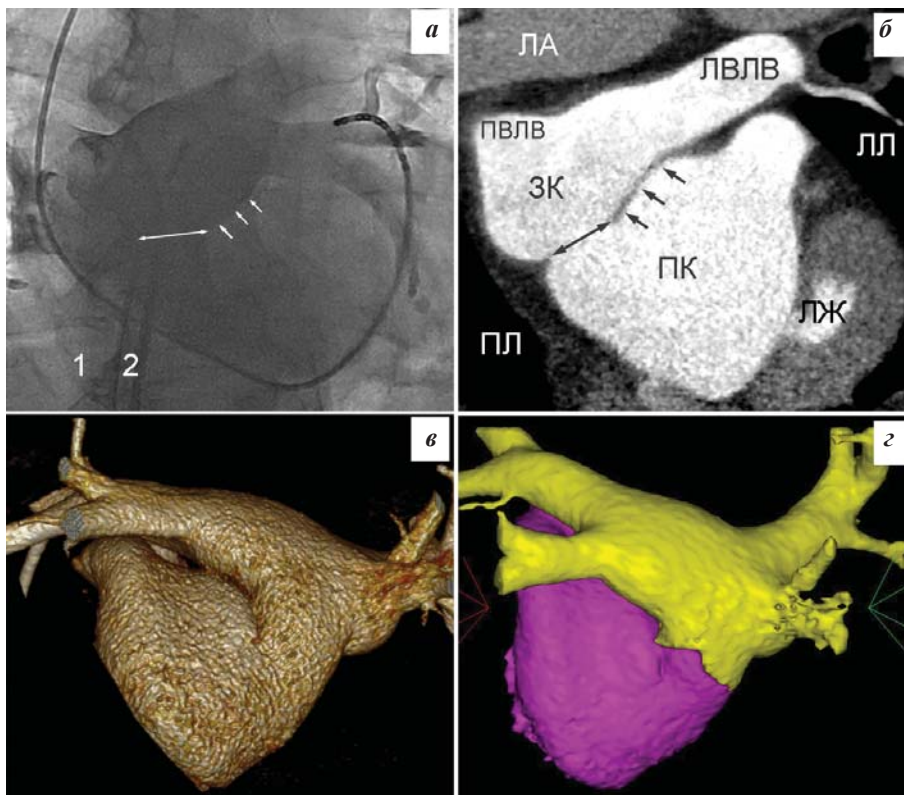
Результаты обследования пациента. а) Ангиограмма задней камеры ЛП в прямой проекции. Диагностический 10-полюсный электрод установлен в дистальном отделе коронарного синуса для частой стимуляции желудочков во время ангиографии. Тень транссептального интродьюсера отражает его положение в разные моменты времени: при инъекции рентген-контрастного вещества в сторону левых (1) и правых (2) легочных вен, соответственно. Показаны передняя стенка задней камеры ЛП, представленная аномальной мембраной (белые стрелки), и дефект в аномальной мембране (белая двунаправленная стрелка). б) Контрастная компьютерная томография ЛП. На срезе во фронтальной плоскости видны задняя (ЗК) и передняя (ПК) камеры ЛП, разделенные аномальной мембраной (черные стрелки), дефект в аномальной мембране (черная двунаправленная стрелка), участок верхней левой (ЛВЛВ) и устье верхней правой (ПВЛВ) легочных вен, базальные отделы стенки и полости левого желудочка (ЛЖ), легочная артерия (ЛА), правое и левое легкое (ПЛ и ЛЛ). в) Трехмерная реконструкция полости ЛП. г) Раздельная трехмерная реконструкция передней и задней камер ЛП с помощью приложения CartoMerge.
